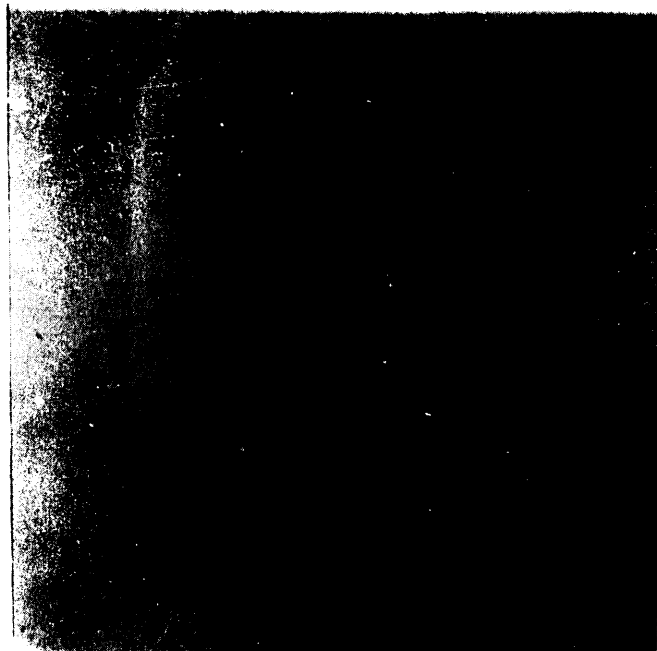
AUTORADIOGRAFIA DEL CROMATOGRAMA DE LA FIG. 26.
